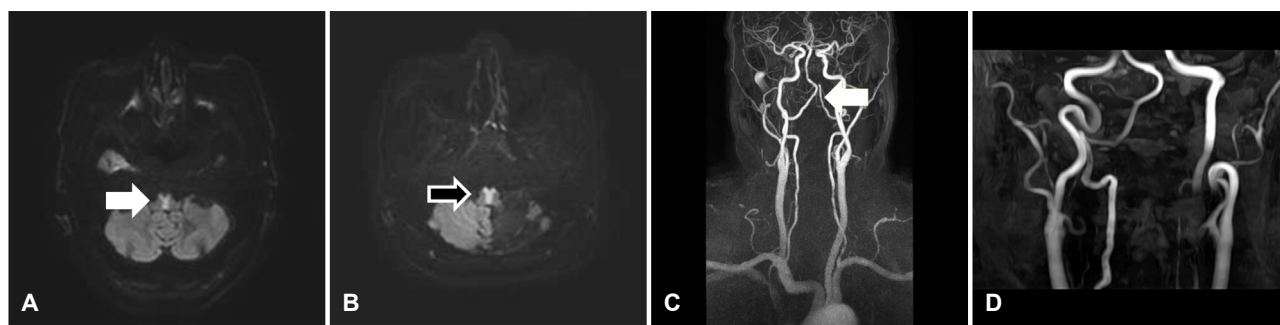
(A) Axial diffusion weighted Brain magnetic resonance imaging (MRI) shows hyperintense signal in bilateral medial medulla (arrow). (B) Axial diffusion weighted brain MRI showed hyperintense signal in bilateral medial medulla (arrow). (C) Magnetic resonance angiography (MRA) shows segmental stenosis in left proximal vertebral artery and hypoplasia in distal left vertebral artery (arrow). (D) Brain MRA showed near total occlusion of left distal vertebral artery.
